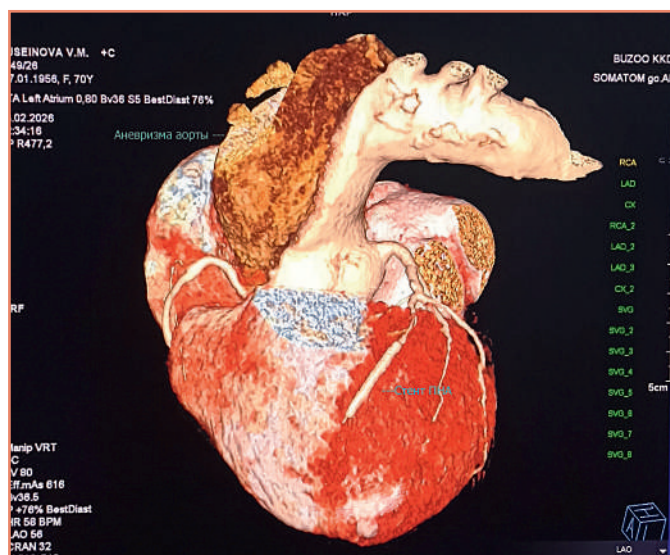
МСКТ грудного отдела аорты, трехмерная реконструкция [предоставлено авторами] / Multispiral computed tomography of the thoracic aorta, three-dimensional reconstruction [provided by the authors]
